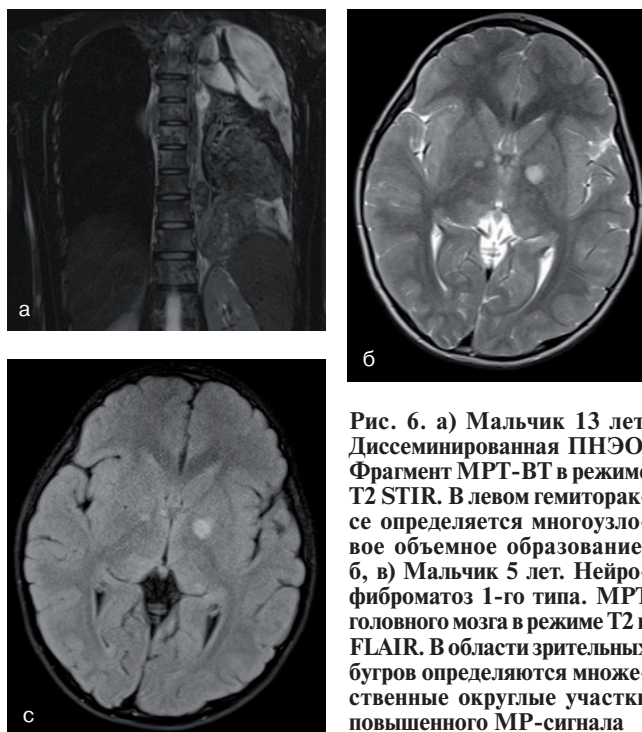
а) Мальчик 13 лет. Диссеминированная ПНЭО. Фрагмент МРТ-ВТ в режиме T2 STIR. В левом гемитораксе определяется многоузловое объемное образование; б, в) Мальчик 5 лет. Нейрофиброматоз 1-го типа. МРТ головного мозга в режиме T2 и FLAIR. В области зрительных бугров определяются множественные округлые участки повышенного МР-сигнала
